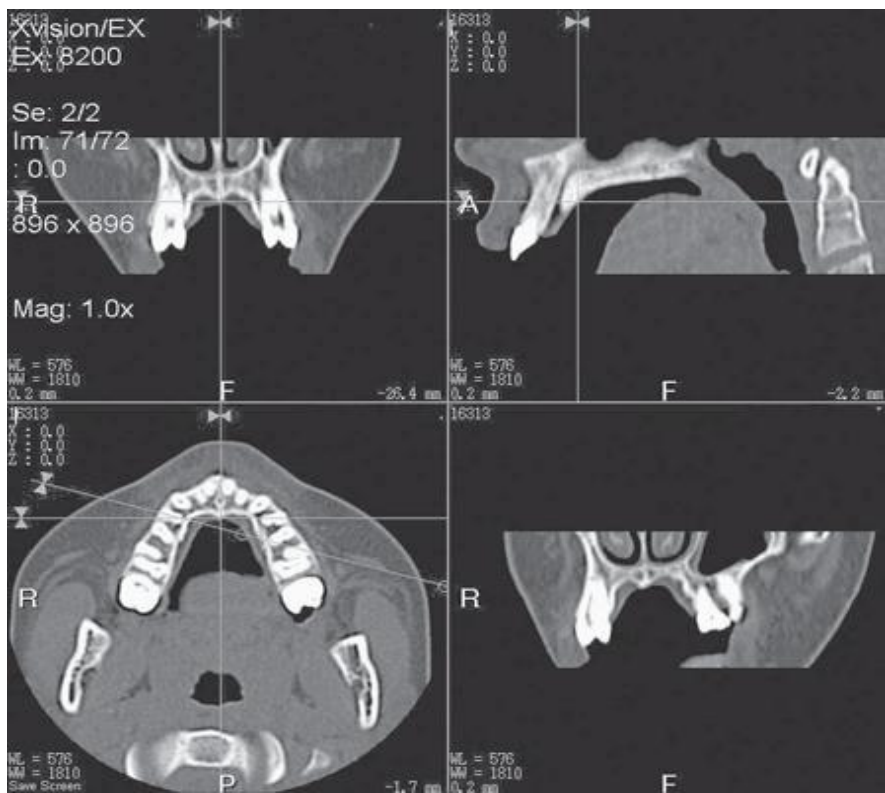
Cortes na TC convencional
